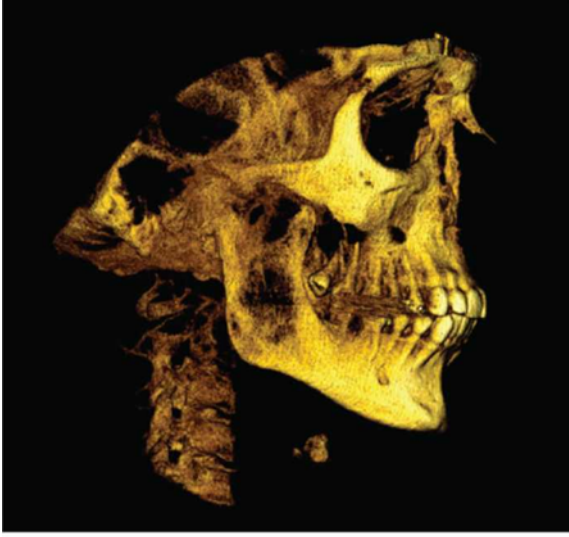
Konik ışınli bilgisayar tomografisiyle elde edilen örnek görüntüde gömülü dişin pozisyonunun değerlendirilmesi
